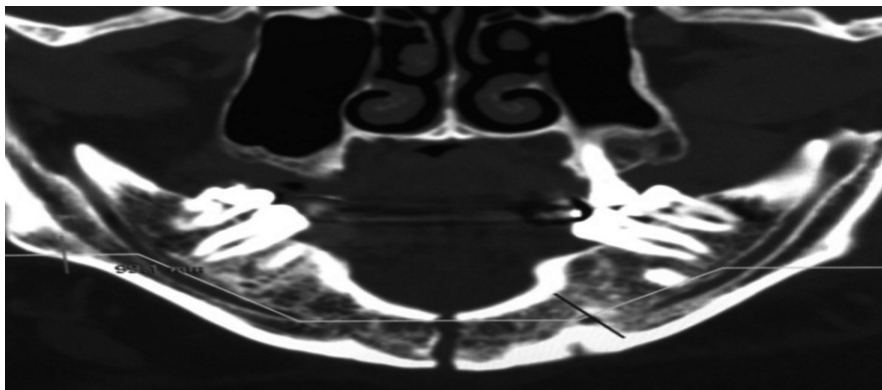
СКТ пациента А., 27 лет. Перелом нижней челюсти в области тела. Состояние тканей пародонта в норме, межальвеолярные пики сохранены
